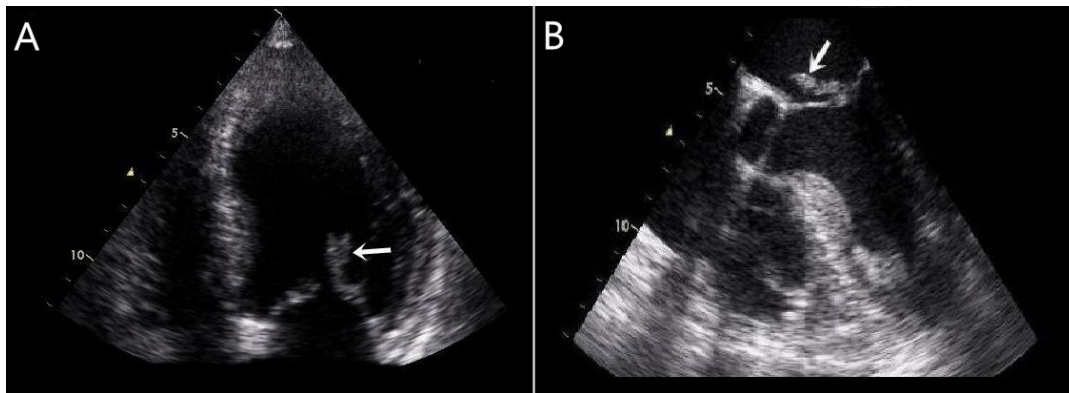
Vegetation on the posterior leaflet of mitral valve (arrow). (A) Transthoracic echocardiographic finding. (B) Transesophageal echocardiographic finding after 4 weeks.
